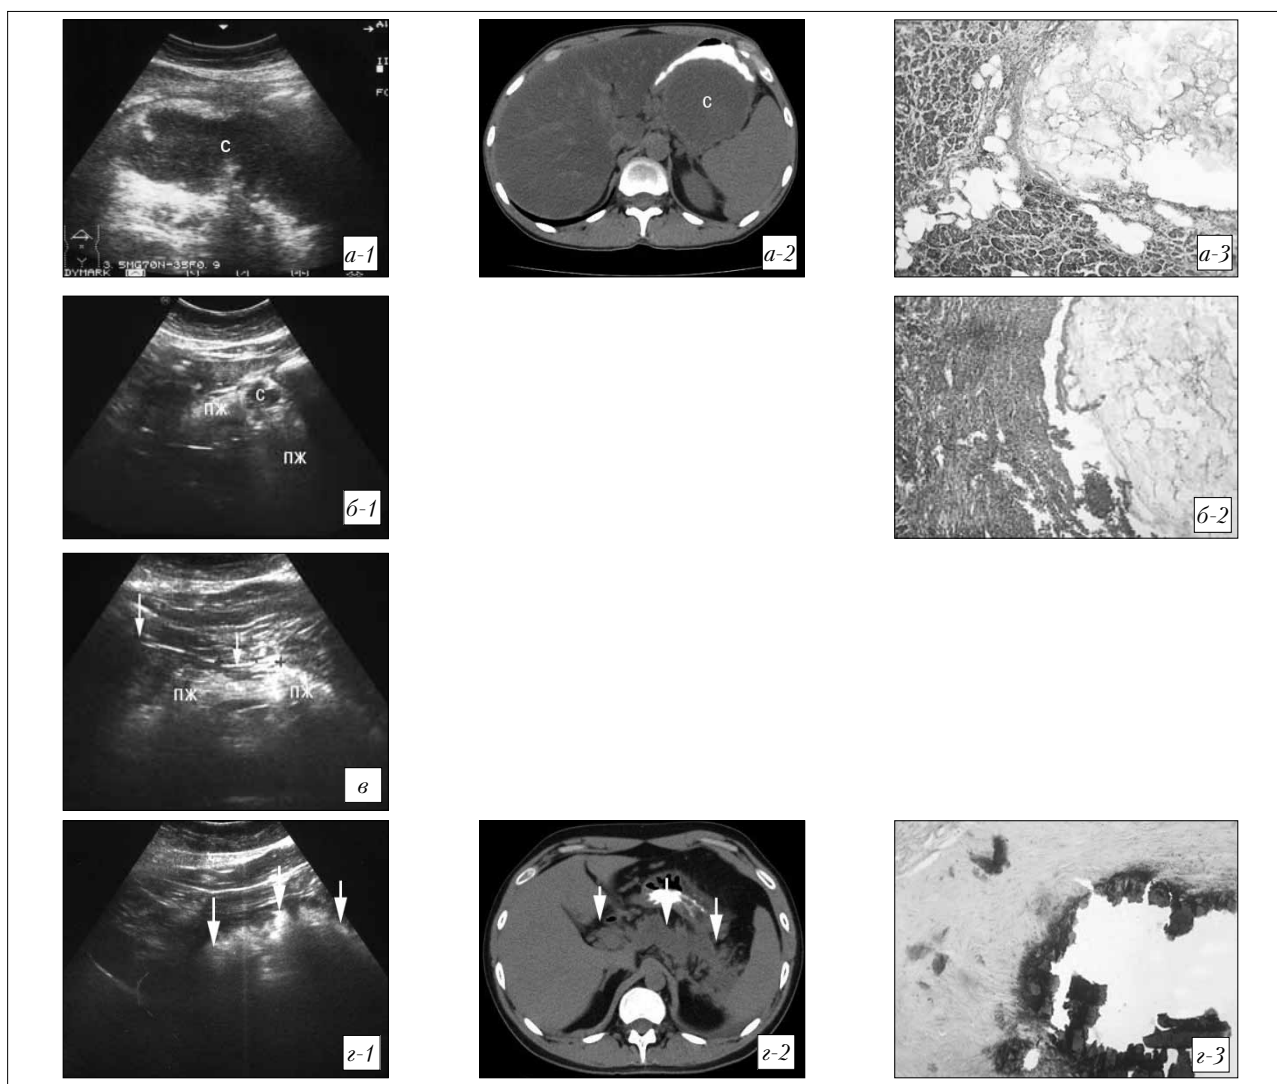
Серия эхограмм, спиральных компьютерных томограмм и микроскопических исследований биоптатов ПЖ (полученных при биопсии под контролем УЗИ) больного И., 32 лет (см. клинический пример № 3). Псевдокиста ПЖ (с):
